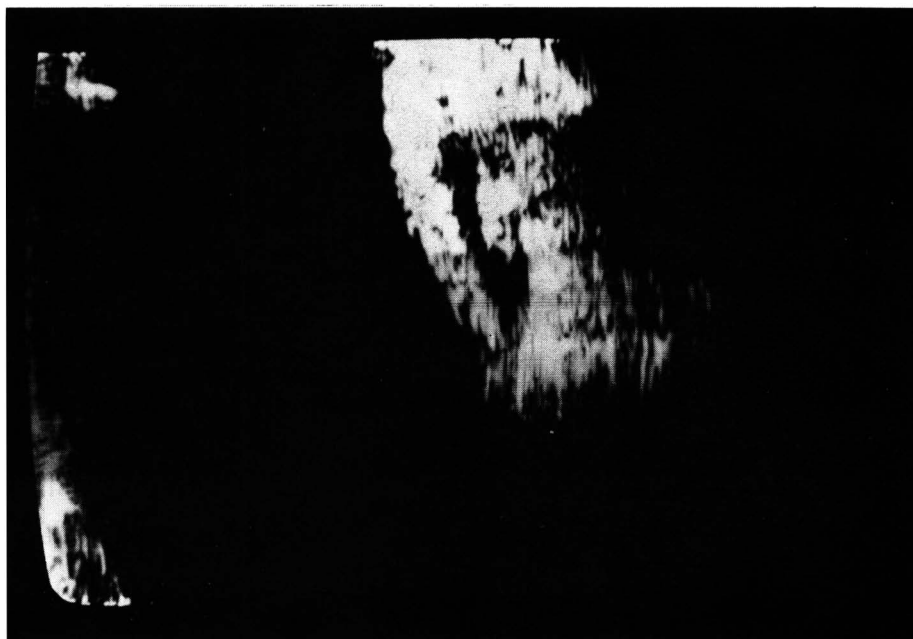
Degeneração disciforme de mácula. A ecografia "B" pode ser confundida com melanoma de coróide de pequena dimensão.
